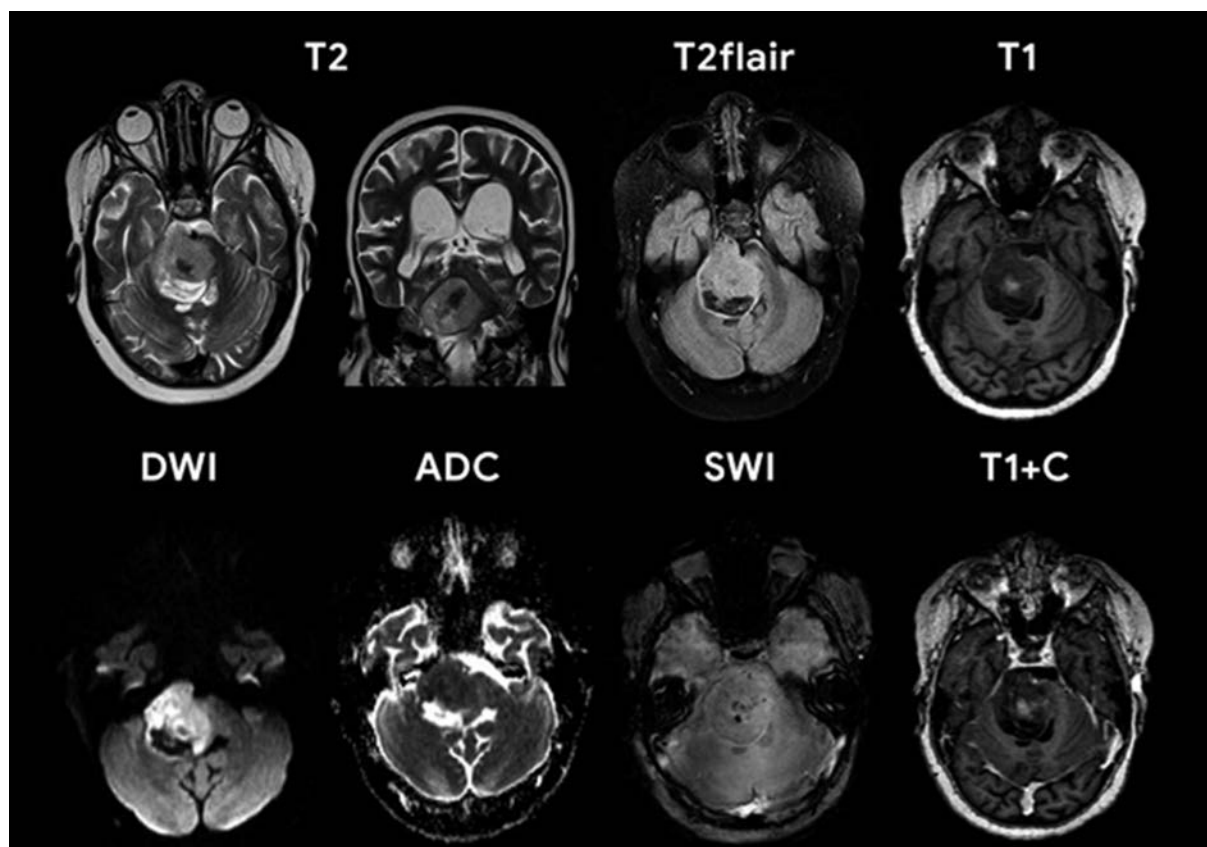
МРТ головного мозга пациента с интратенториальной эмбриональной опухолью с многослойными розетками, аксиальные изображения. В правом мостомозжечковом углу на фоне легкого вазогенного отека визуализируется внутримозговая опухолевая масса, характеризующаяся преимущественно гиперинтенсивным к веществу мозга сигналом на T_2 -ВИ, выраженным ограничением диффузии на DWI и ADC, слабым накоплением контрастного препарата на постконтрастных T_1 -ВИ, а также наличием артефактов магнитной восприимчивости в SWI
